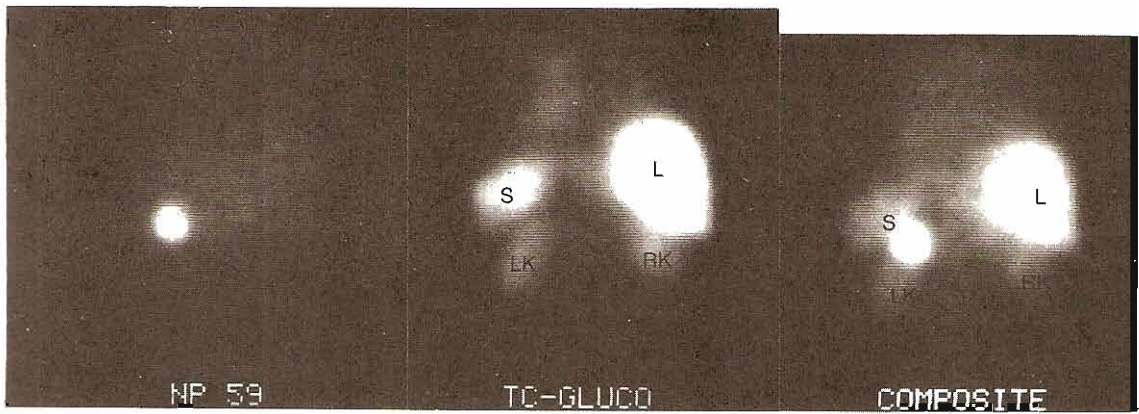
En esta mujer de 45 años con síndrome de Cushing, un estudio TC sugirió una masa suprarenal izquierda, pero los estudios bioquímicos no eran precisos sobre la patología primaria. Izquierda: Un estudio con NP59 muestra captación muy intensa en el abdomen. Centro: Se practicó un gammagrama con Tc^{99m} -glucoheptinato para localizar la captación en relación con el hígado (L), bazo (S), riñón derecho (RK) y riñón izquierdo (LK). Derecha: Una composición de ambos gammagramas muestra que la captación es claramente unilateral y en la suprarenal izquierda. Se extirpó un adenoma suprarenal izquierdo y la paciente curó.
